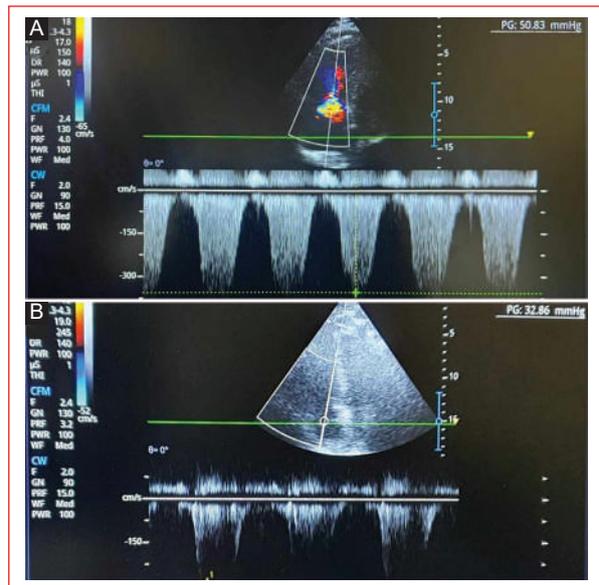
Ecocardiograma con signo 60/60. A: tiempo de aceleración de eyección pulmonar < 60/ms. B: gradiente pico sistólico de válvula tricúspide < 60 mmHg.
